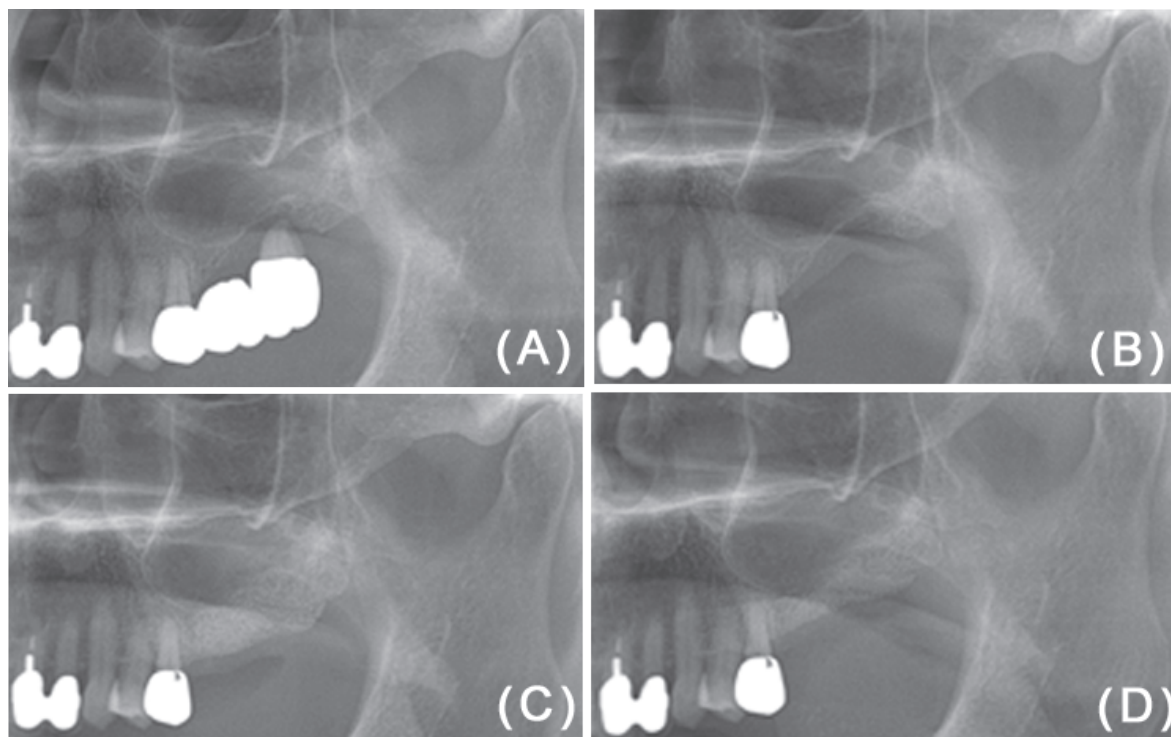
Parts of the panoramic radiographs of the patient in chronological order. (A) Initial visit, (B) 8 weeks after the tooth extraction, preoperative to the bone graft, (C) Right after the bone graft, (D) 3 months after the bone graft.
